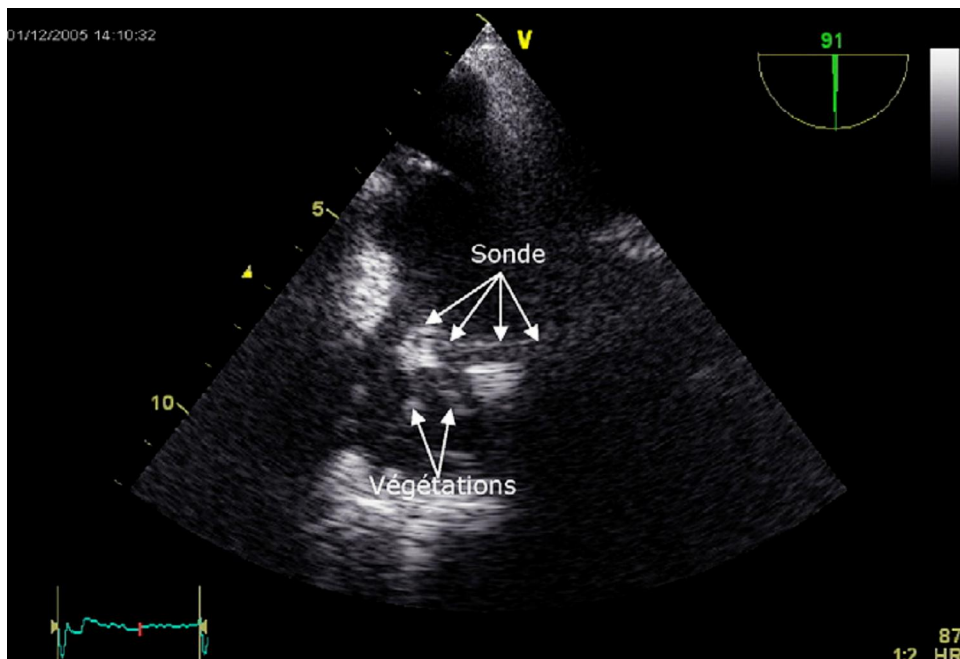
Aspect échographique par voie transoesophagienne de deux végétations mobiles sur sonde de PM. [32']
